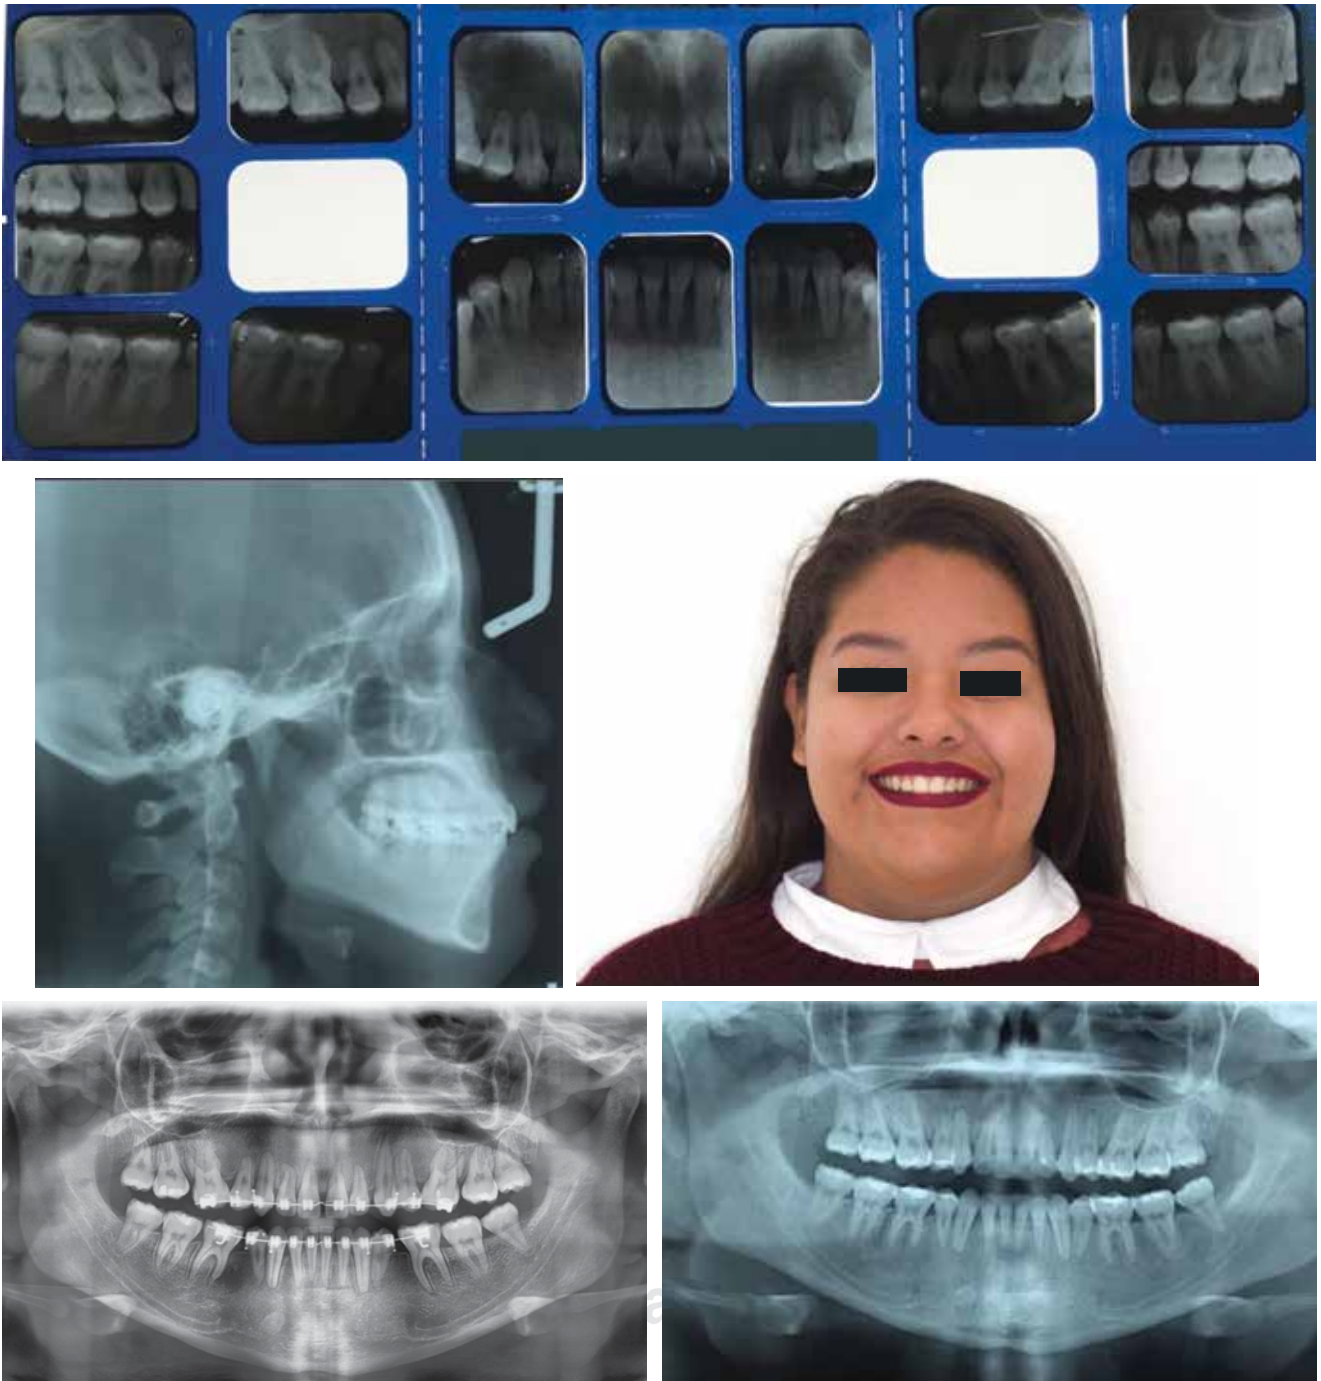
Imágenes de control con radiografía panorámica inicial y final del tratamiento.
